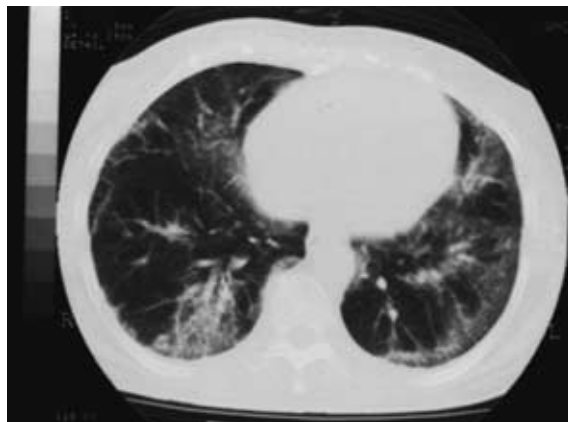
Chest CT on presenting showed diffuse-reticular and ground-glass opacities with consolidation predominantly in the outer zones of both lower lung fields.
